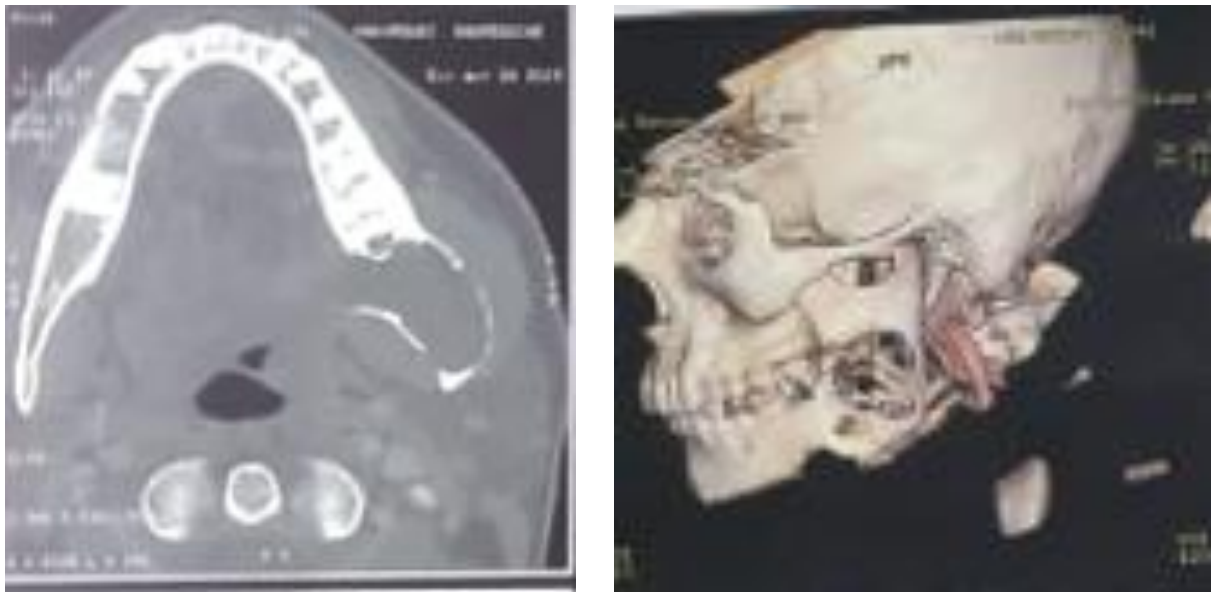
Aspect TDM en faveur d'une volumineuse formation kystique de l'angle mandibulaire gauche (Améloblastome)
